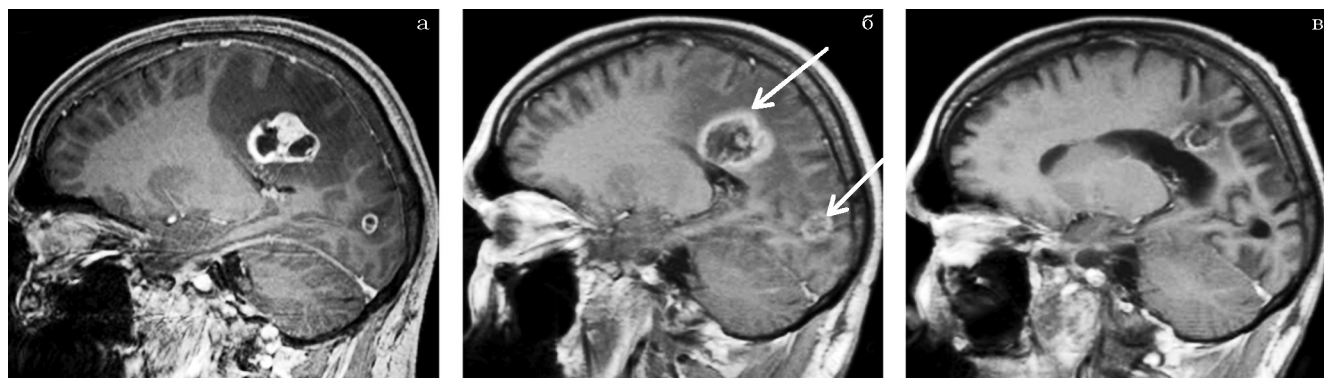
Пациент с раком почки и МГМ. МРТ в режиме T_1 с контрастным усилением: а – до лечения; б – через 6 мес (некроз); в – через 18,5 мес (полная регрессия МГМ и некроза)
